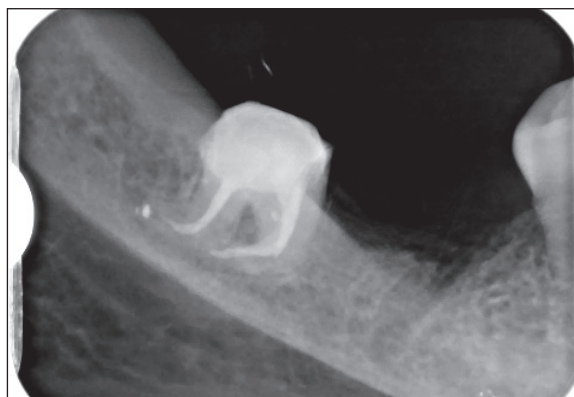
X-ray of tooth 48 after the final preparation and retreatment. Zdjęcie rentgenowskie zęba 48 po ostatecznym opracowaniu i powtórnym wypełnieniu kanałów korzeniowych.
